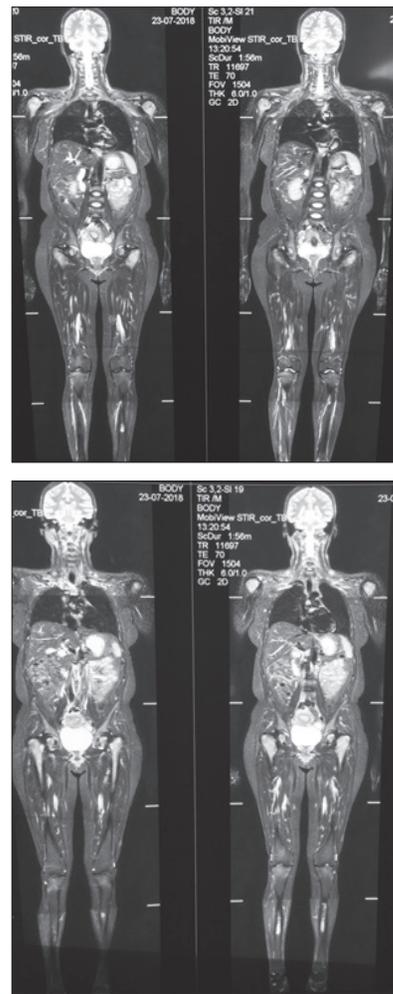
КТ всего скелета. Диффузное поражение костей различных локализаций
